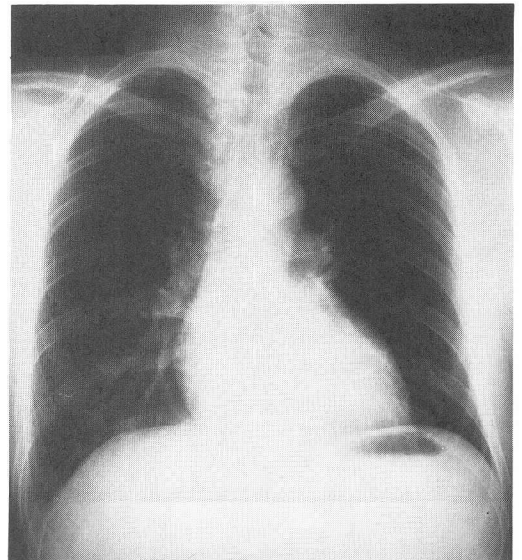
入院6カ月後の胸部X線写真。右中肺野の陰影は消失している。
